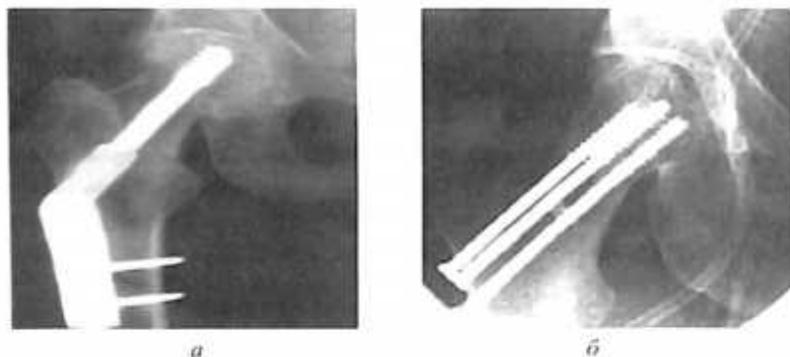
Рентгенологическая картина остеосинтеза шейки бедра: а – пластиной DCS, б – спонгиозными винтами.
